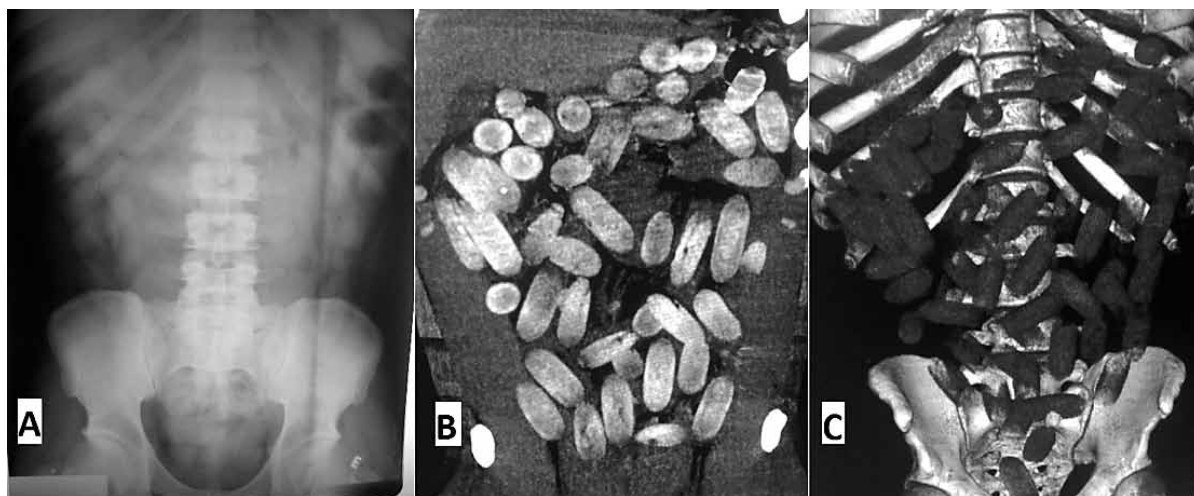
A) Radiografia simples de abdome do paciente. B) TC helicoidal realizada durante a admissão do paciente, corte abdominal. C) Imagem pós reconstrução de TC helicoidal. Em vermelho destacam-se os papérolotes de drogas. Fonte: Registros do CIAT-BH.
